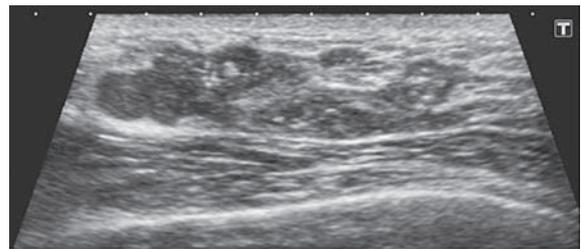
非腫瘍。地図状低エコー域高エコースポットを伴う。カテゴリ 5
